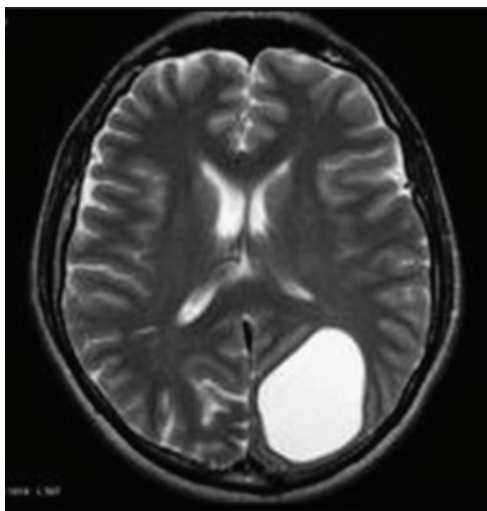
Порэнцефалическая киста. На МР-томограмме в T2-импульсной последовательности в зоне паренхимы левой затылочной области расположена киста неправильной округлой формы с четкими ровными контурами.
